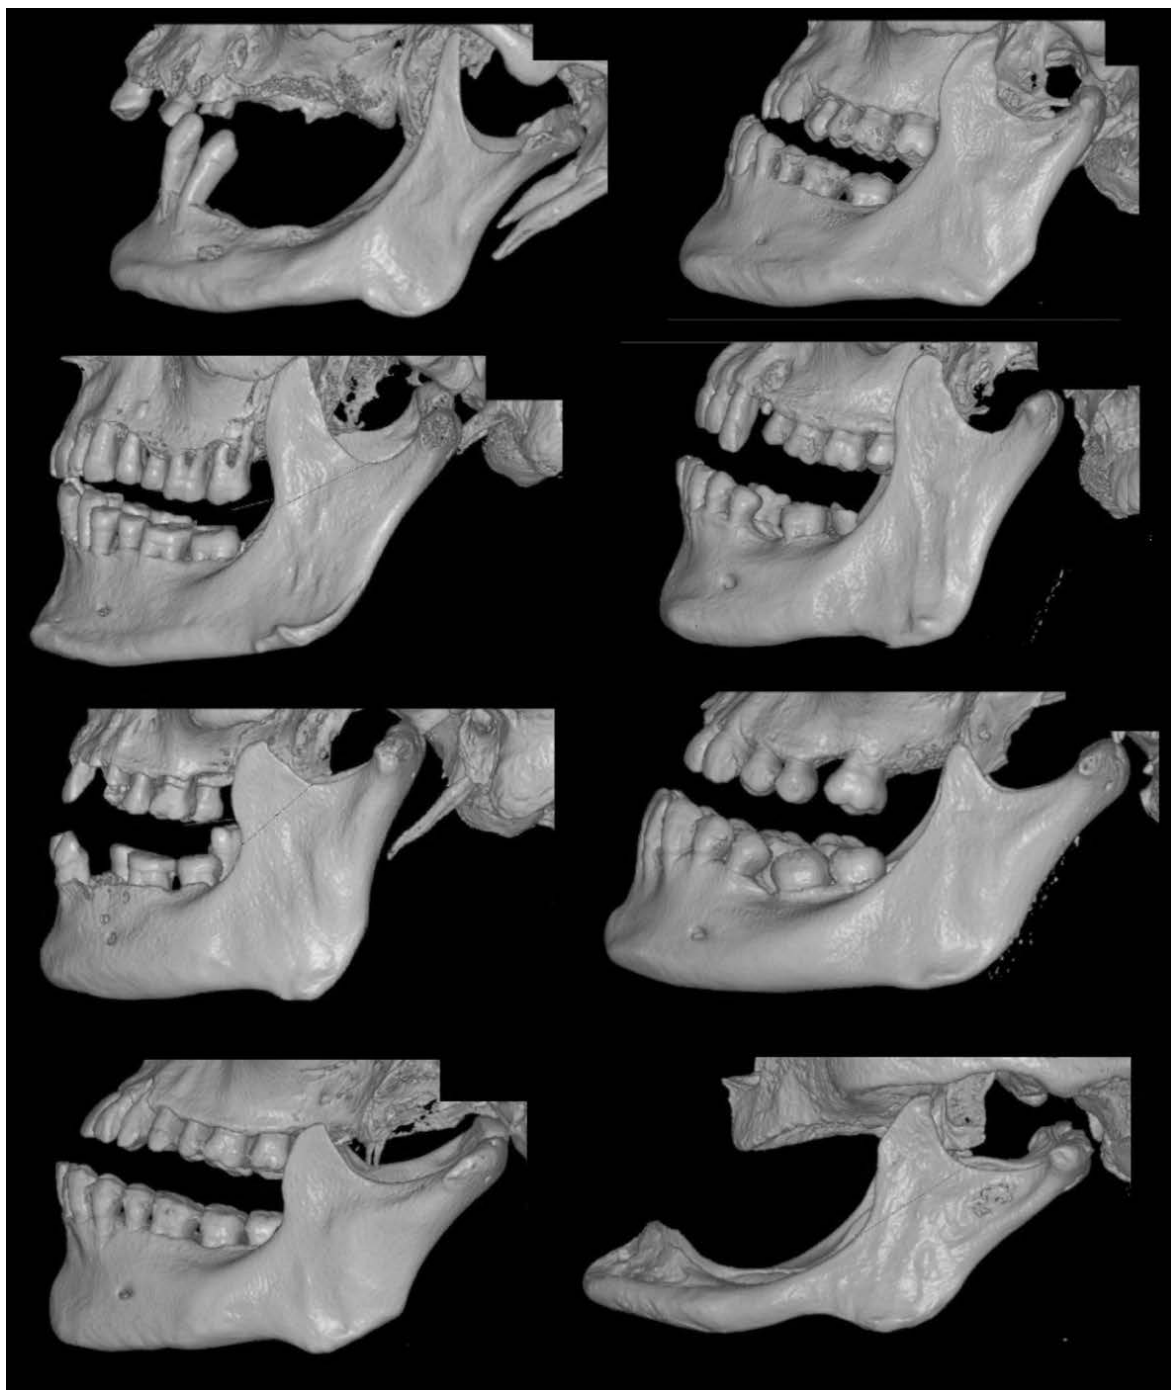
Variabilità morfologica dei diversi processi mandibolari. TC cone beam in sezione sagittale di reperti del Museo di Antropologia dell'Università di Firenze.
